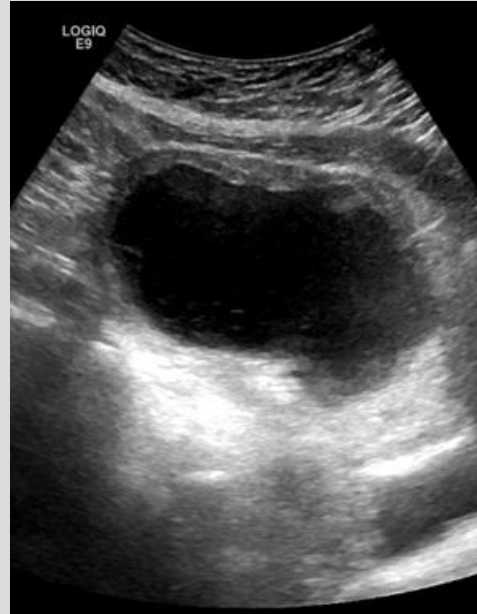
Ecografía a nivel hipogástrica
